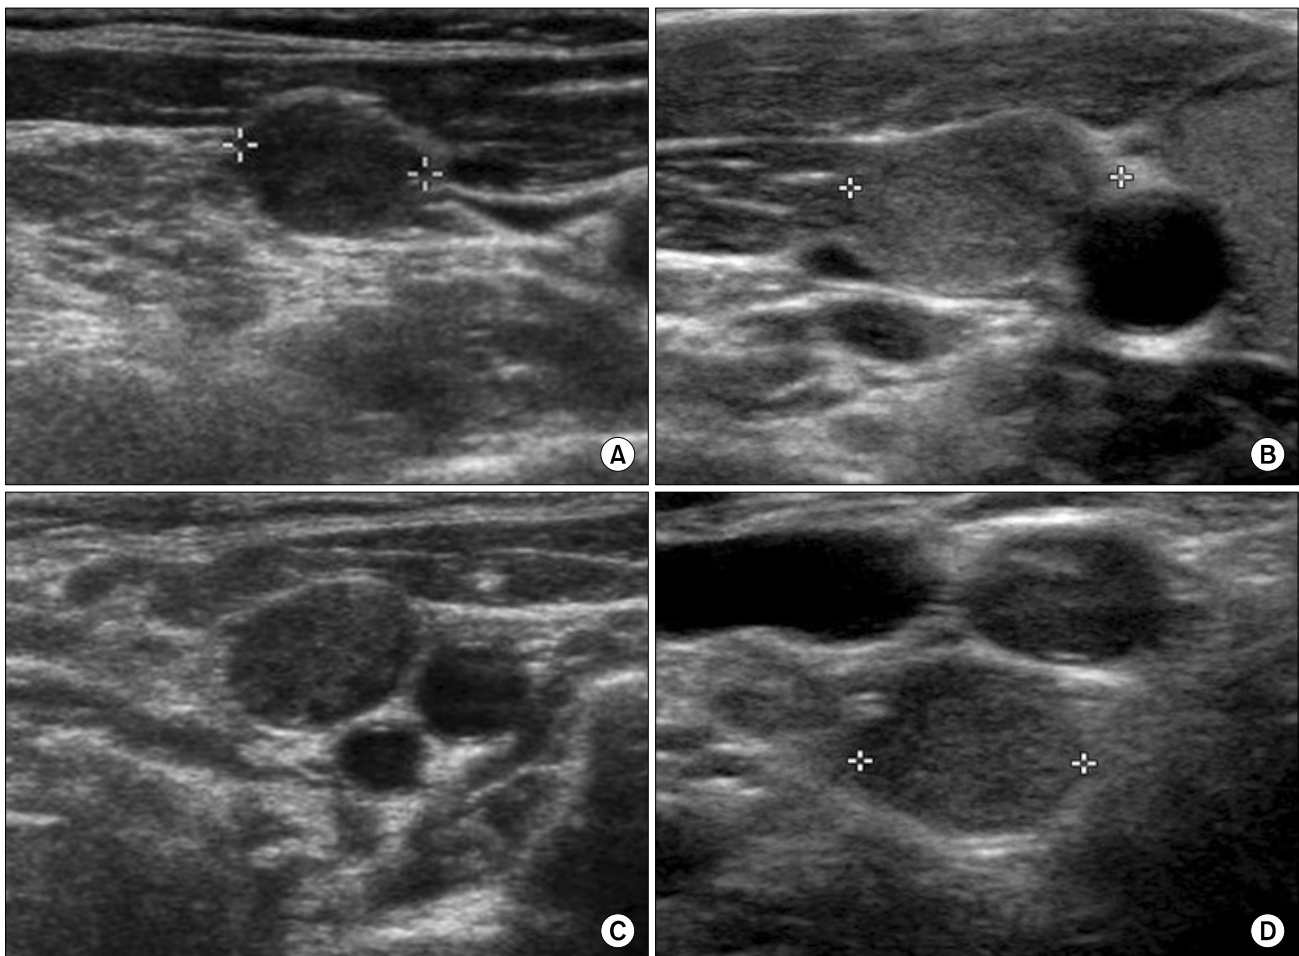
Ultrasound images of central lymph node metastasis. (A) LNM with a loss of normal hilar echogenicity; (B) LNM with long diameter (> 5 mm) and increased echogenicity; (C) LNM with round shape; (D) LNM with extracapsular metastasis. LNM = lymph node metastasis.
